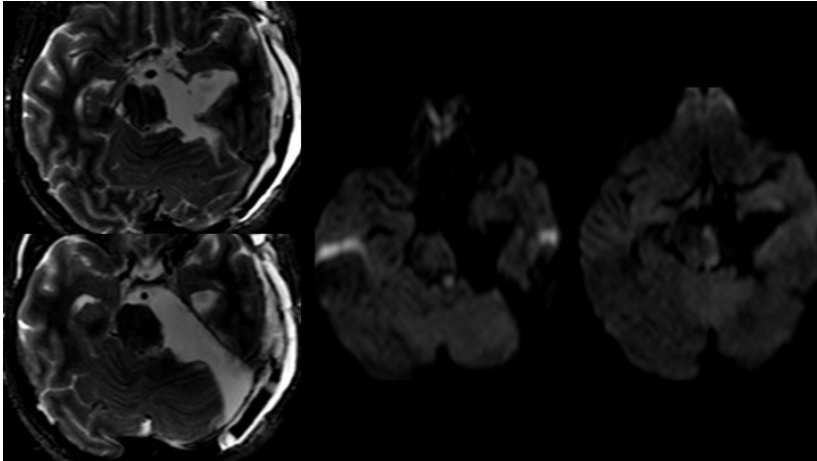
Післяопераційний МРТ-контроль з режимом DWI.
